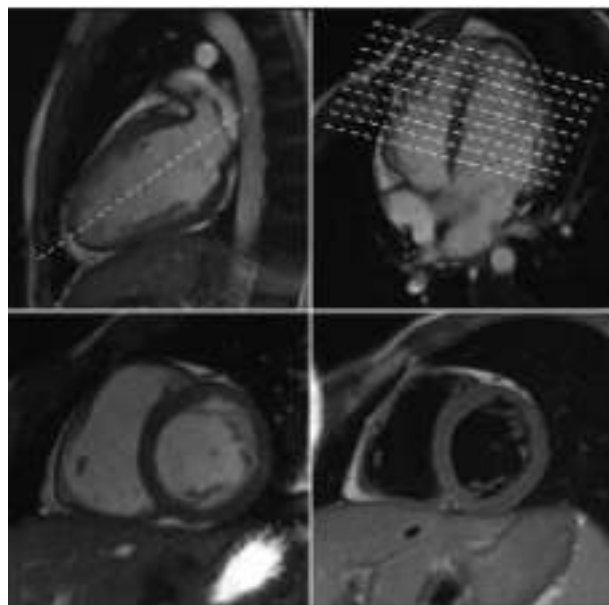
Ортогональні проєкції сканування серця й відповідні їм МРТ-зрізи
